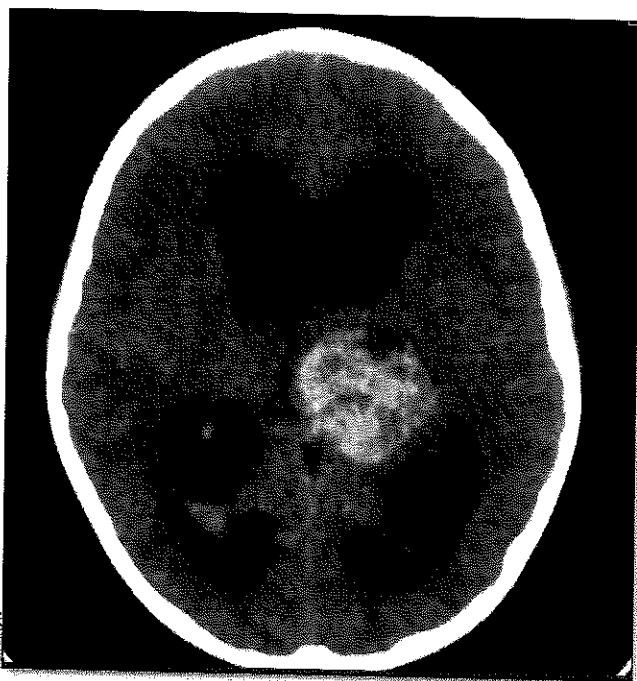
Tomografía cerebral. Lesión expansiva cerebral sugensiva de neoplasia maligna en un paciente con glioma de alto grado
